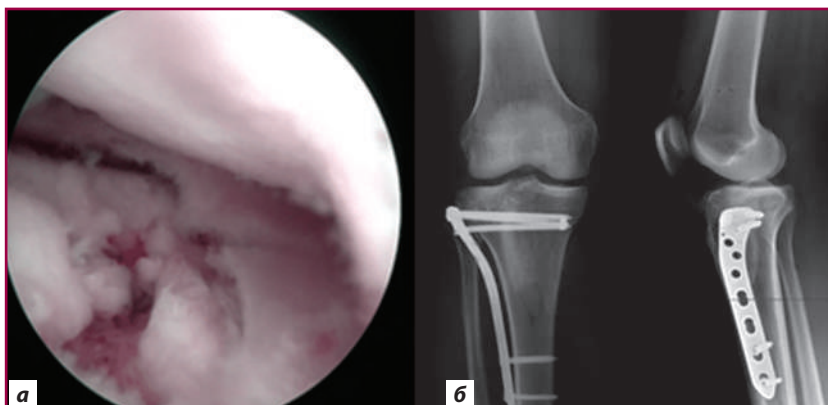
Артроскопічна візуалізація внутрішньосуглобових ушкоджень і післяопераційні рентгенограми: а) артроскопічна візуалізація — радіальне ушкодження латерального меніска з імпресією суглобової поверхні; б) післяопераційні рентгенограми
